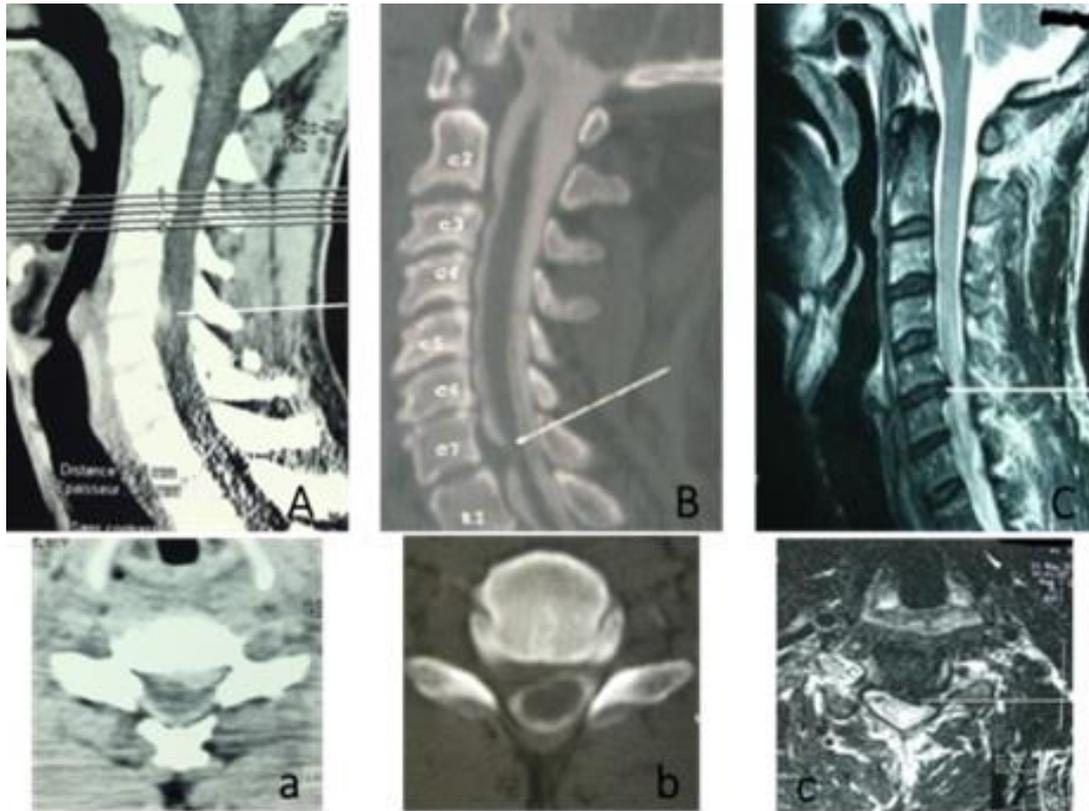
Imageries du rachis cervical. Scanner en reconstruction sagittale (A) et coupe axiale (a) mettant en évidence une hernie discale en C5-C6 postéro-latérale gauche ; Myéloscanner en reconstitution sagittale (B) et coupe axiale (b) montrant une HD latéralisée à droite en C7-D1 avec une discopathie dégénérative au niveau de C5-C6 et C6-C7. IRM en coupes sagittale (C) et axiale (c) séquence pondérée T2, montrant une hernie discale cervicale C5-C6 postéro-latérale gauche avec hypersignal intramédullaire.
